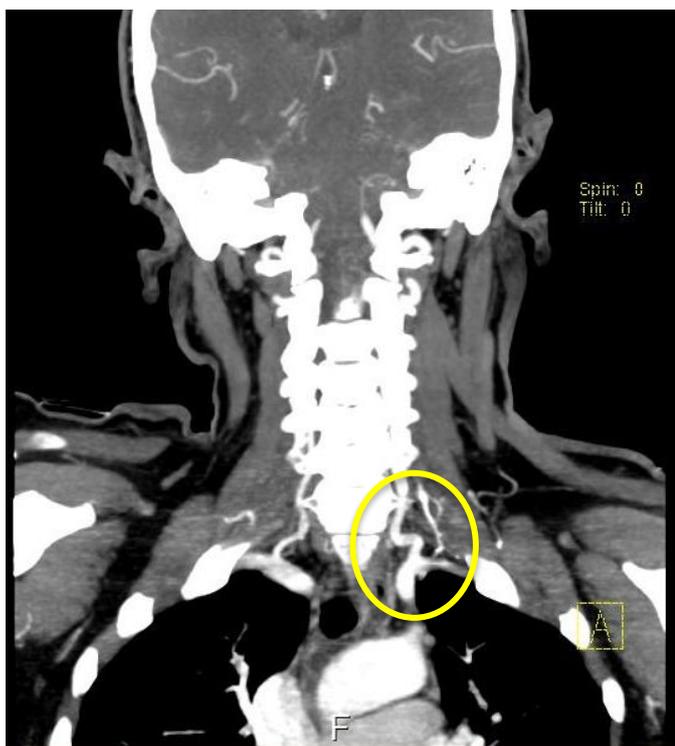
СКТ ангиография позвоночной артерии. Визуализируется S-образная деформация левой позвоночной артерии (обведен кружочком)
